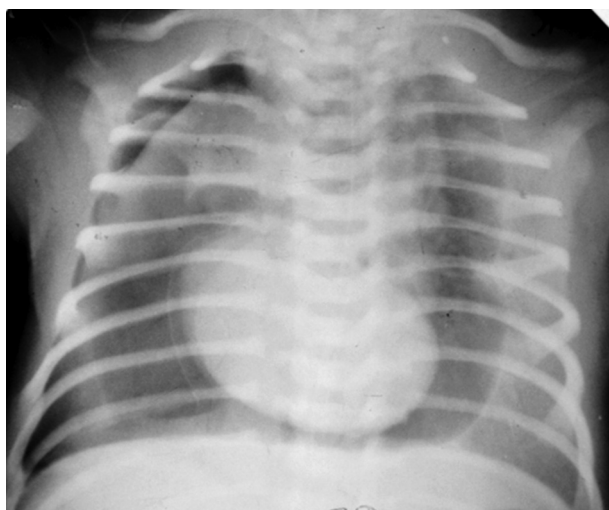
Оглядова рентгенограма ОГК недоношеної дитини (СГ 35 тижнів). Пневмомедіастинум з відтісненням медіастинальної плеври та емфіземою м'яких тканин на фоні РДС I-II ст.
